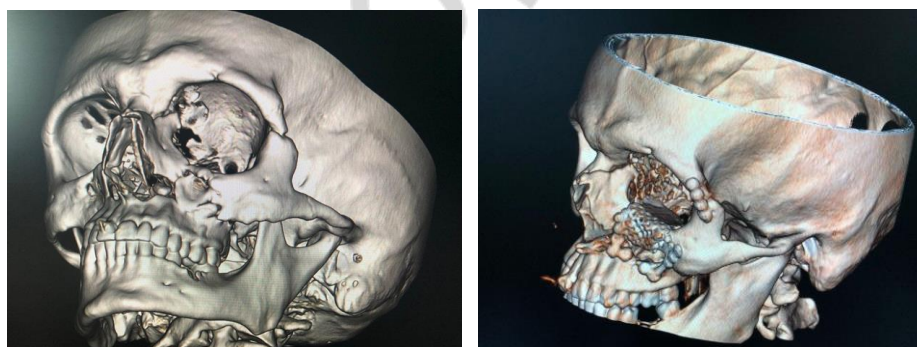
Изображения МСКТ до и после остеотомии
